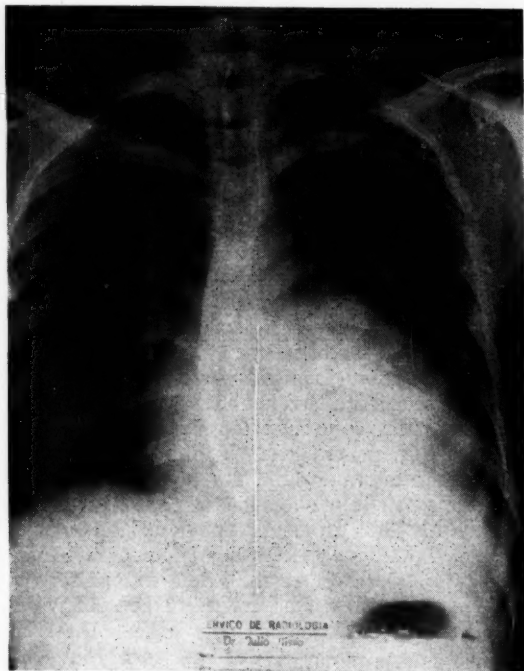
Röntgenbild bei chron. Chagaskrankheit. F. M., 34j. Mächtige Kardiomegalie und Megaösophagus. Aufnahme: 1. 8. 1953 (Dr. J. S. Pera)
